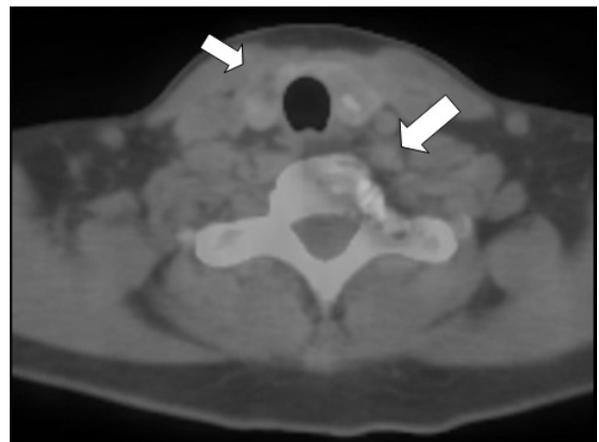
PET shows focal increased FDG uptake in the right thyroid gland and cervical spine.
